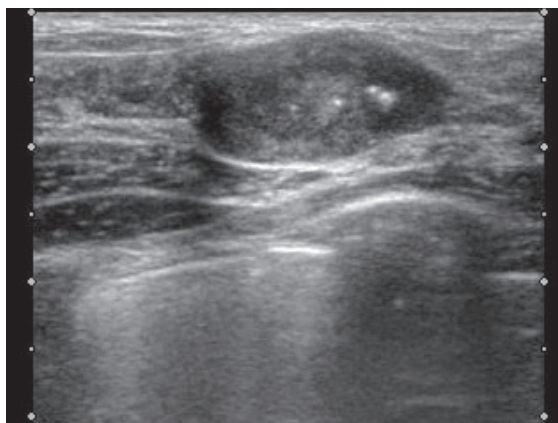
JABTS41のポスターに掲載した超音波画像
